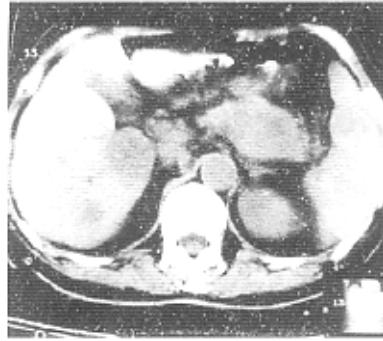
胰尾癌肝转移。CT 示胰尾不规则肿块,肝右叶见 2 个转移灶。超选至脾动脉行热增敏剂温热灌注化疗,于肝右动脉行热增敏剂温热灌注化疗栓塞治疗
